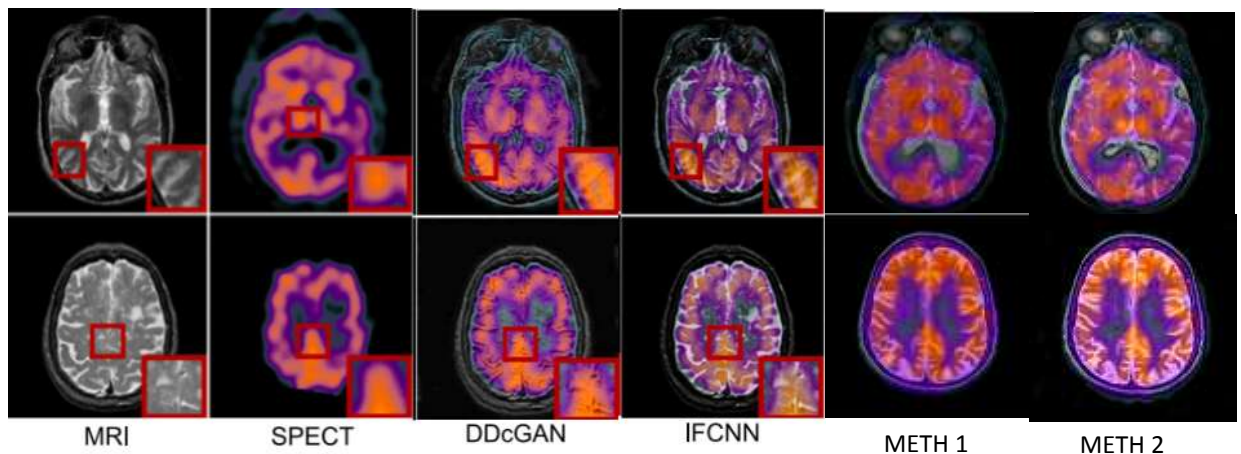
Évaluation qualitative des Modèles Proposées avec Deux Concurrents pour la Fusion d'Images IRM et SPECT
